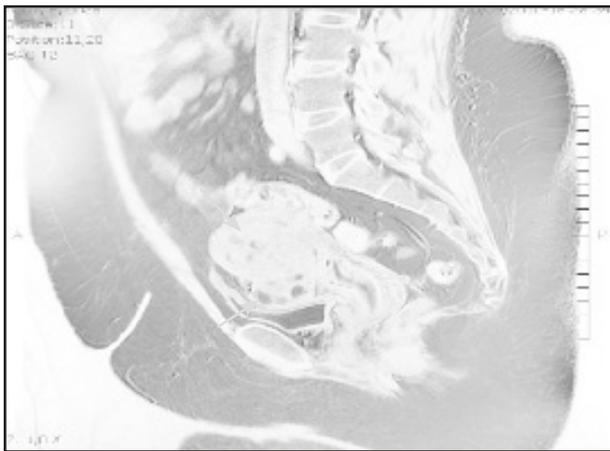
RMN en séquence pondérée T2 en coupe sagittale montrant une importante lésion d'adénomyose (flèches blanches).
